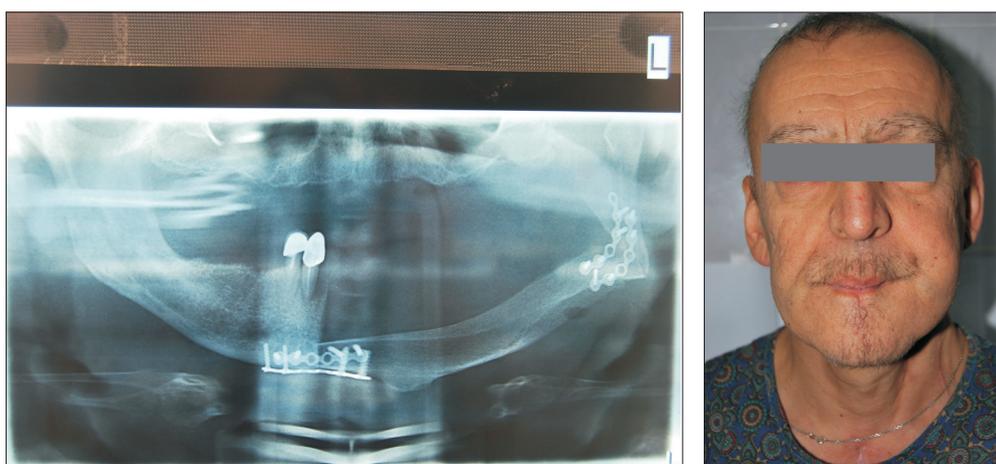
Ортопантомограмма и внешний вид пациента. Получен хороший эстетический результат
